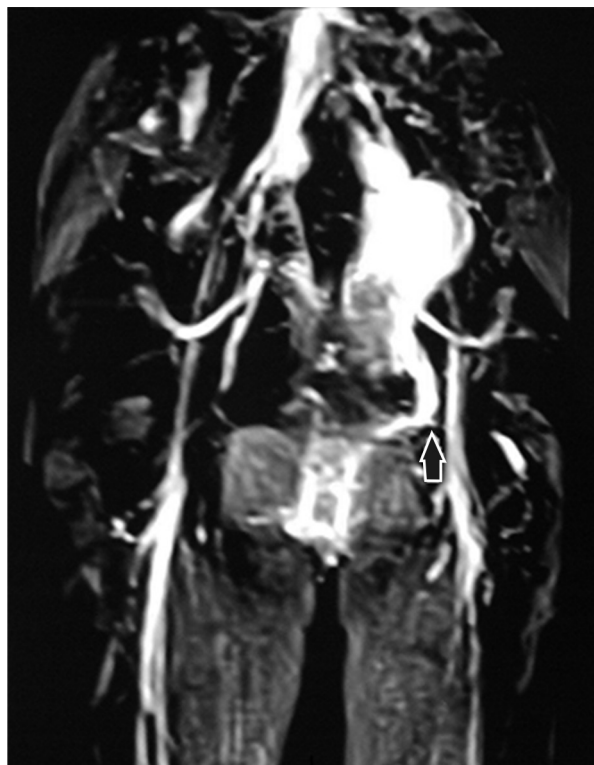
Angio-resonancia mostrando voluminosa formación angiomasosa pelviana y fístula arteriovenosa (flecha)
